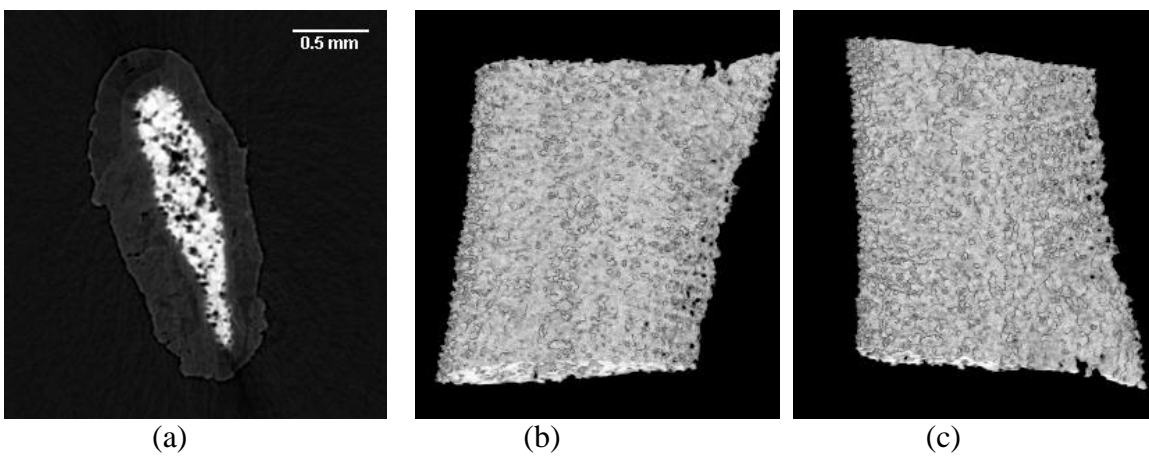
Microtomografia computadorizada de uma amostra ventral do grupo Fot-2. (a) slice central; (b) e (c) imagens 3D em diferentes orientações.
